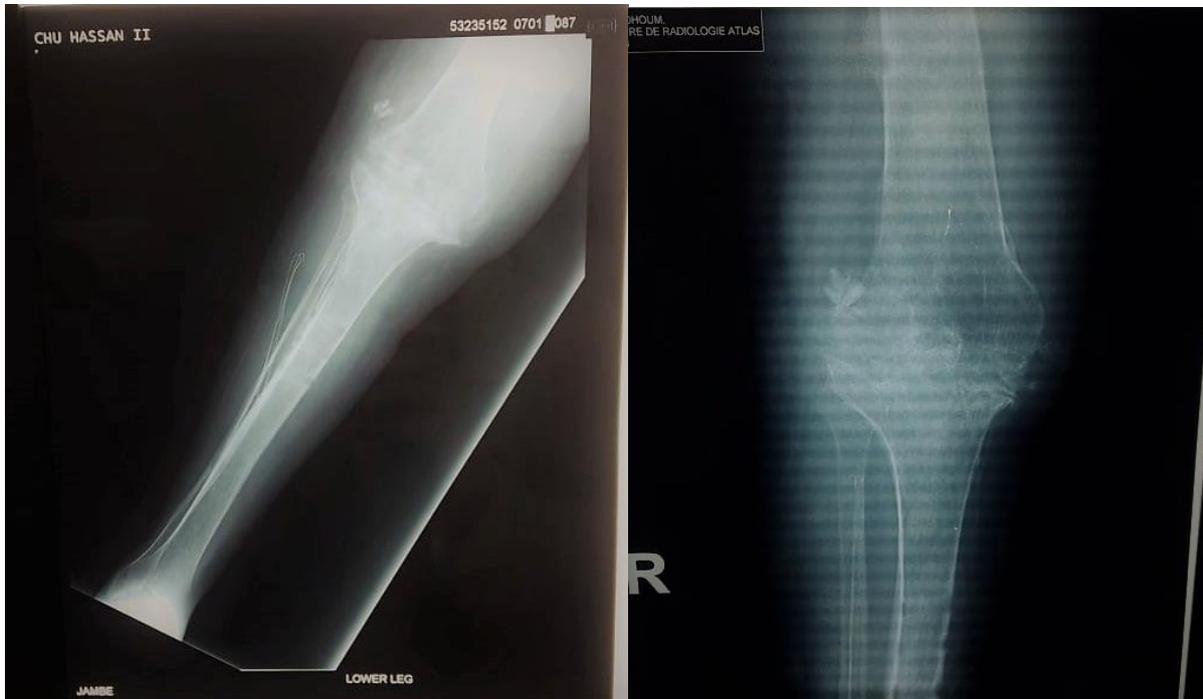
radiographie après l'ablation du fixateur externe (Service traumatologie orthopédie B4 Fès).
